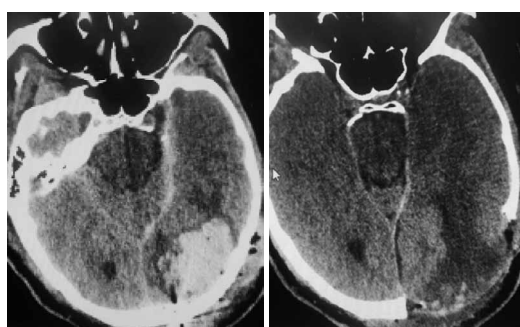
Клиническое наблюдение 3. Результаты КТ головного мозга: а — определяется внутримозговое кровоизлияние в ложе удалённой опухоли левой затылочной доли (сплошная стрелка); б — состояние после реоперации и удаления гематомы.
